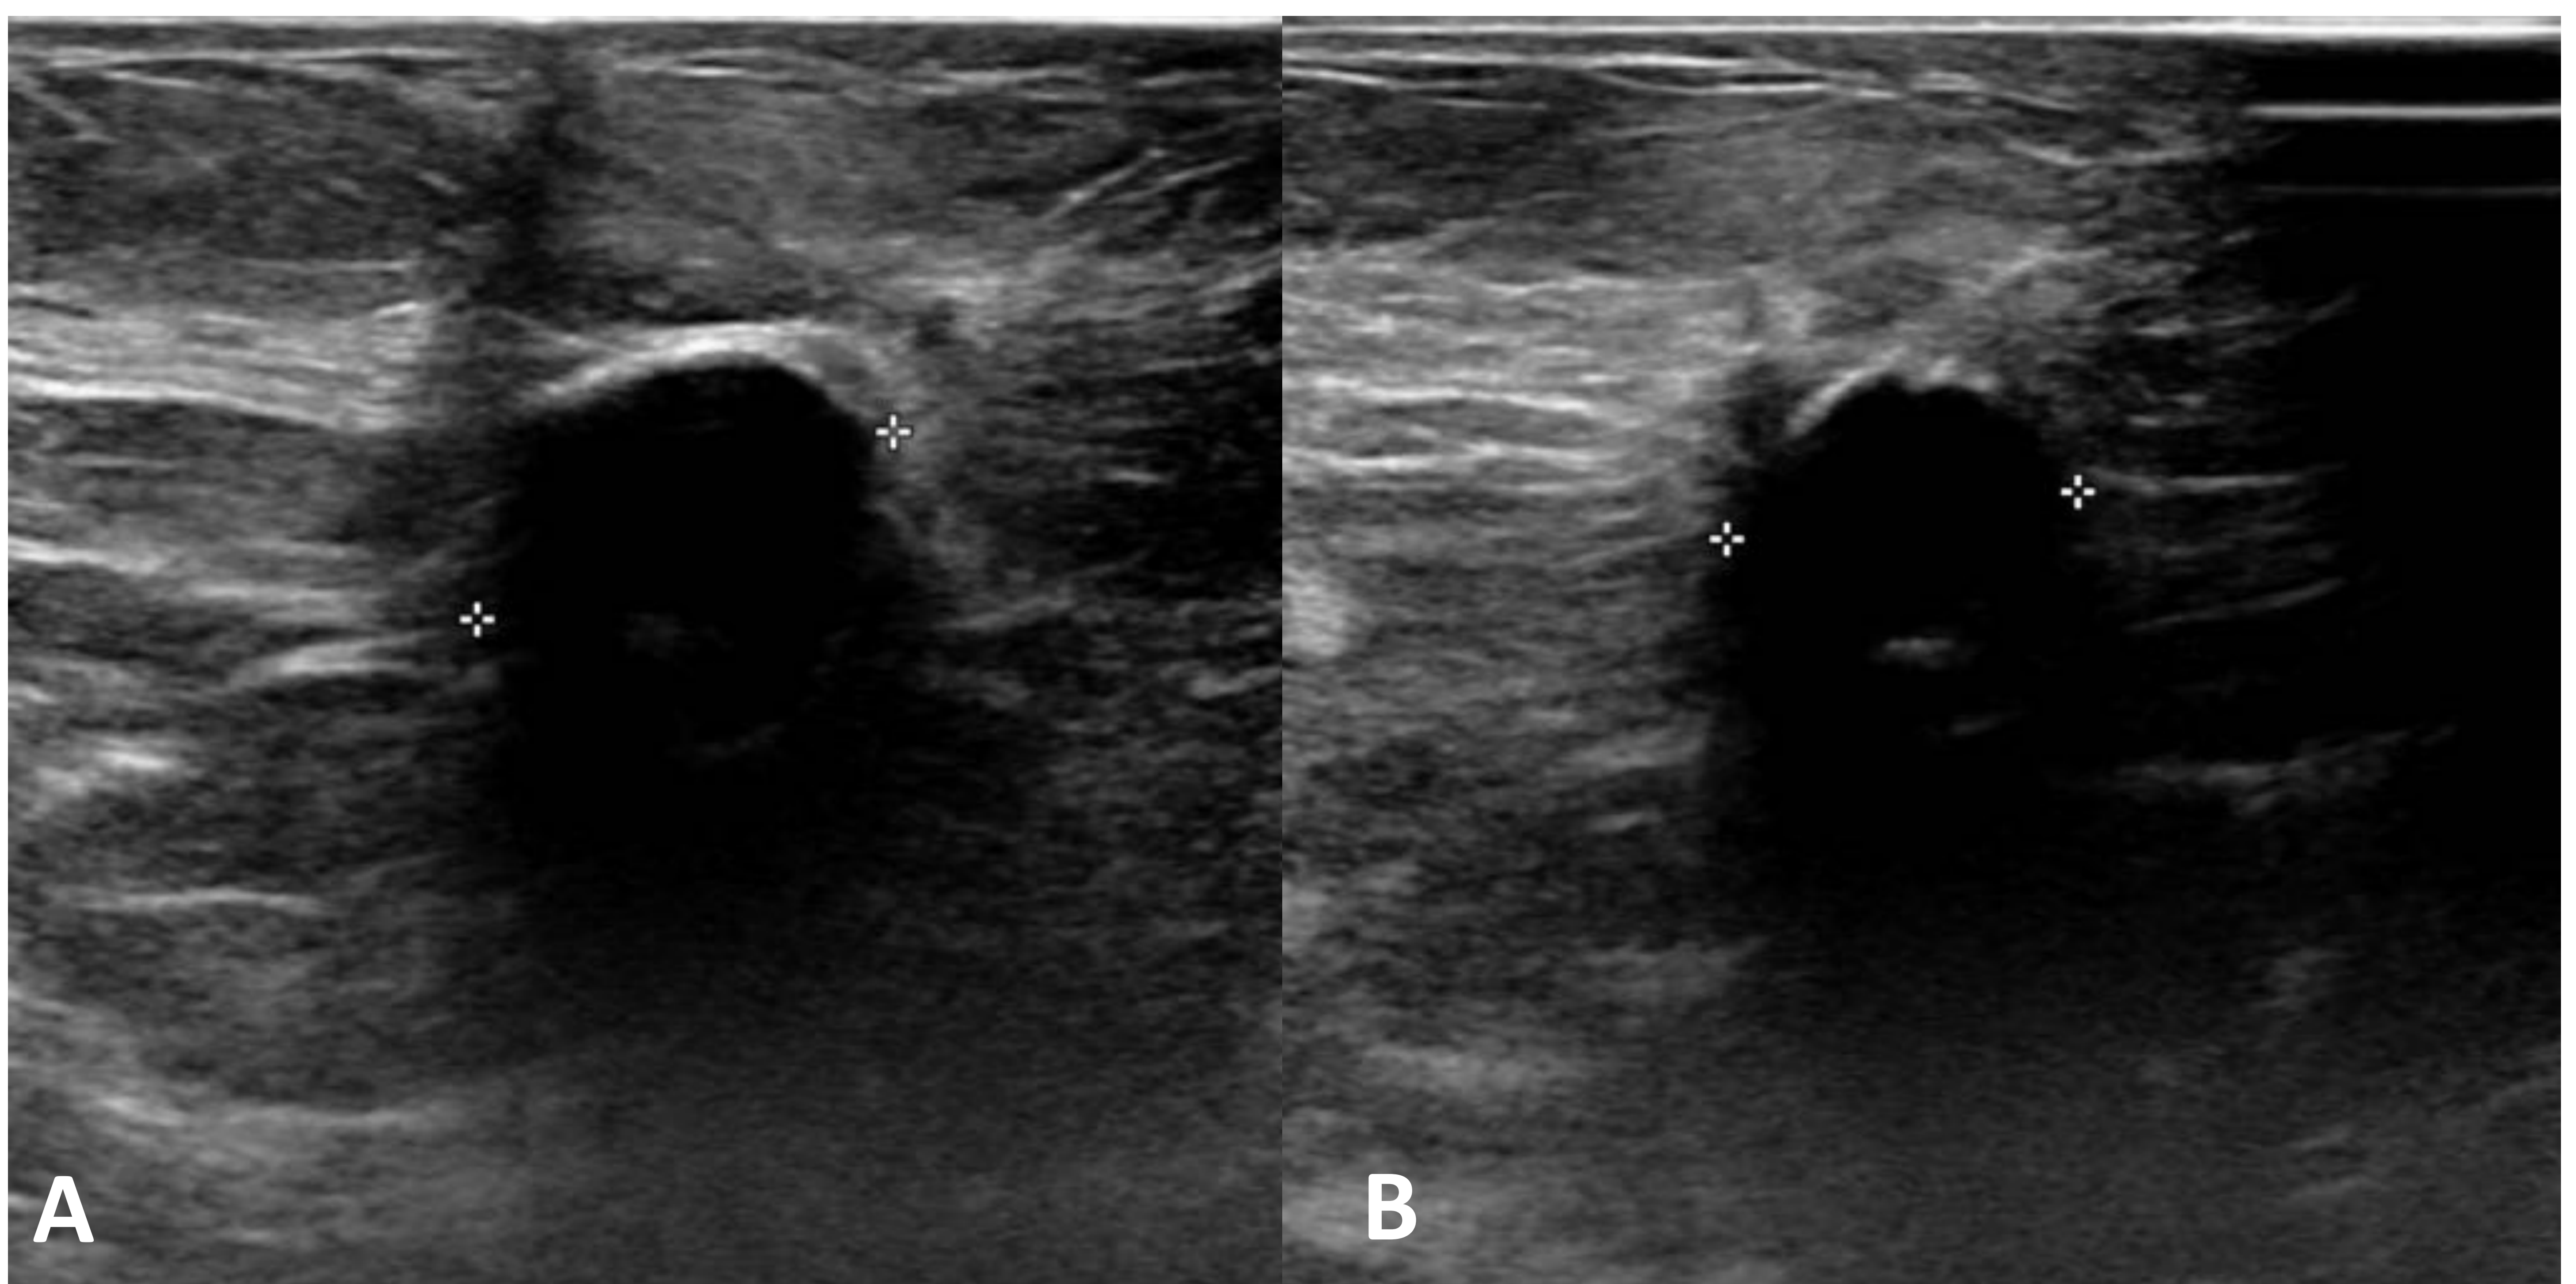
Ecografía mamaria: área de distorsión tisular en relación con cicatriz quirúrgica, adyacente a la cual se identifica un quiste hipoeicoico de 17 x 13 mm, con calcificaciones en su interior en relación con quiste lipídico.
